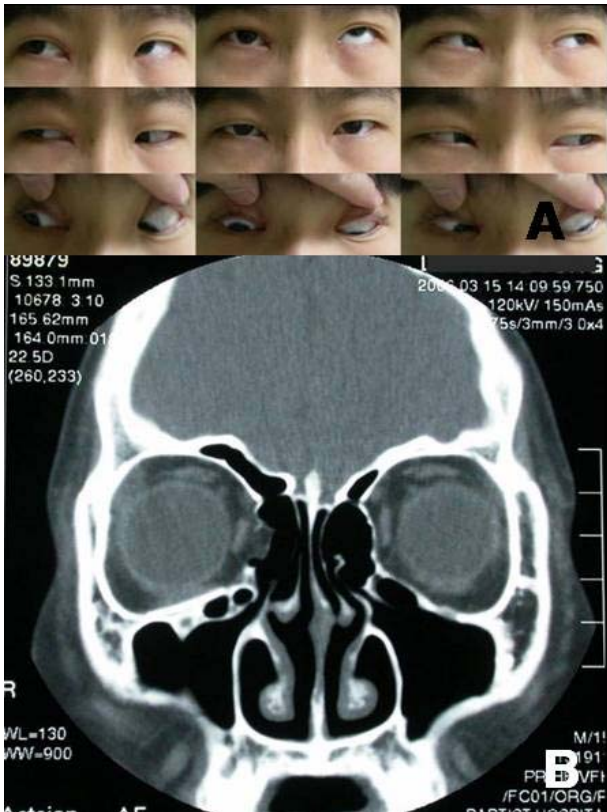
Three months postoperatively. (A) Most clinical symptoms showed improvement except for the remaining restriction in the depression of the right eye. (B) The orbital CT scan showed normal orbital findings.
